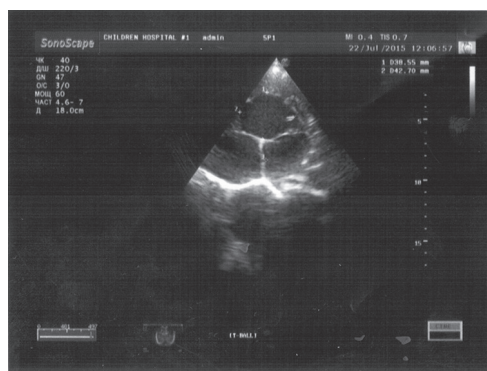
Эхокардиография. Апикальная позиция. Левое и правое предсердия, единственный желудочек, атриоventрикулярные клапаны
